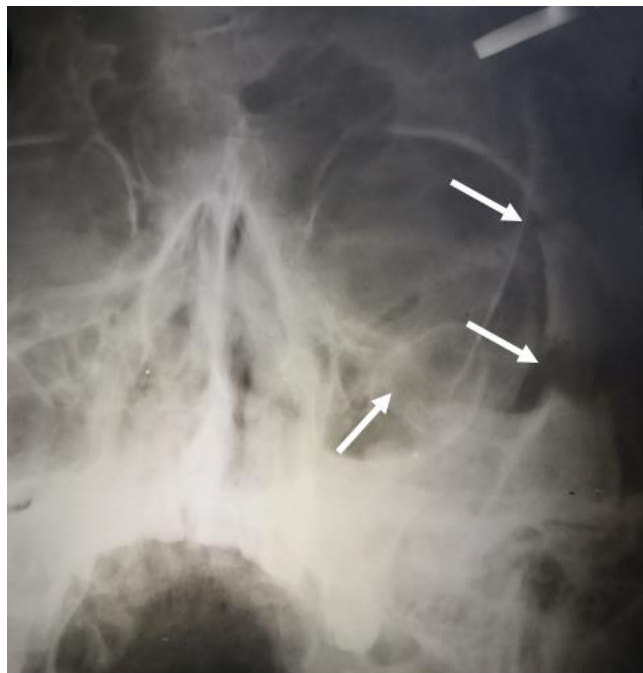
Рентгенограма кісток лицевого скелету (напіваксіальна укладка) хв. А., 28 р., д-з: травматичний множинний перелом виличної кістки зліва зі зміщенням відламків (7 клас за Бернадським Ю.Й.)
